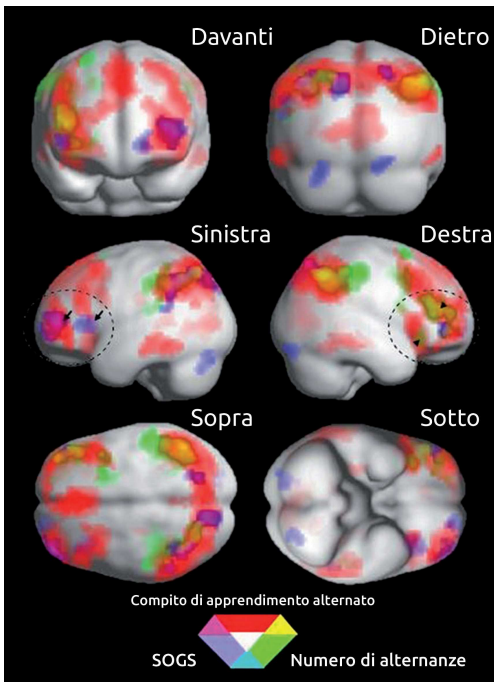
Mappe di attivazione funzionale sulla base dei dati raccolti in dieci soggetti, resa su sei proiezioni di volume MRI. L'attivazione associata all'attività di apprendimento alternato (rosso) è divisa in 2 cluster: il posteriore, parieto-occipitale, e l'anteriore, frontale, che comprende il circuito orbito-frontale laterale. Sono state riscontrate nella corteccia frontale laterale destra delle aree in cui l'attivazione era positivamente correlata al numero di alternanze. L'attivazione era positivamente correlata alla gravità del gioco d'azzardo principalmente nella corteccia frontale sinistra. Fonte: Dannon PN et al., 2011.
